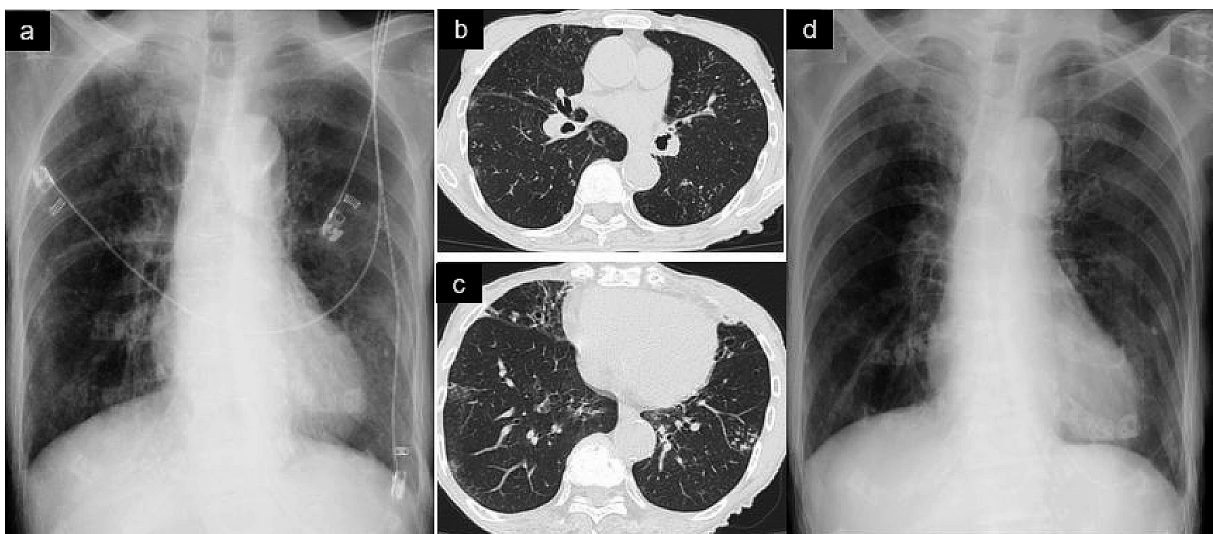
Serial examinations of chest X-ray and computed tomography (Patient 1)
